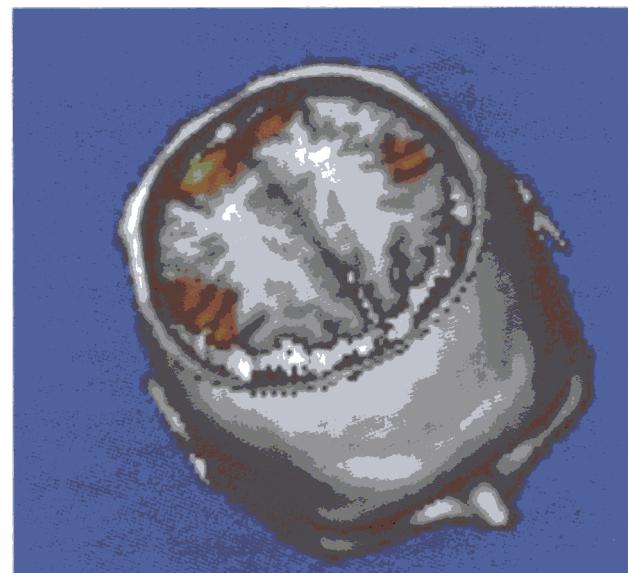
Aktivering ved øjenbevægelser i totalt mørke. Lidt fortil på begge sider ses aktivering af de motoriske områder for øjenbevægelse. Bagtil ses aktivering af områderne for analyse af synsindtryk (sættes altså i »beredskabstilstand« på trods af manglende synsimpulser). PET-undersøgelse hvor PET-billedet er lagt oven på et strukturelt MR-billede (fra omslaget af Brain, november 1998) (18).
